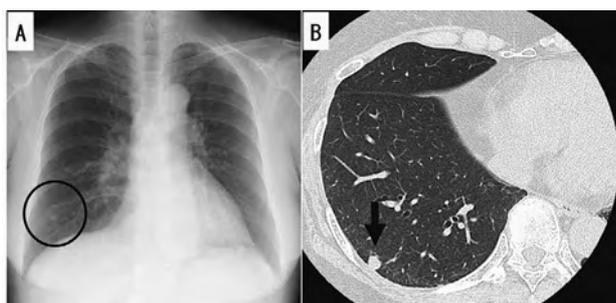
症例1 胸部X線写真および胸部単純CT
